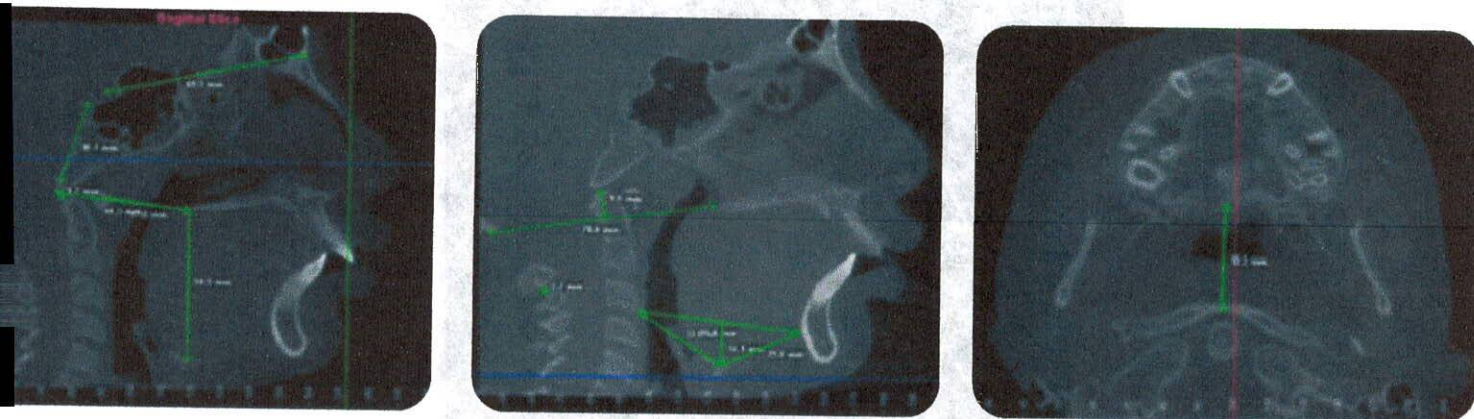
Trazo de las medidas lineales sobre tomografía en cortes sagital medio y coronal
